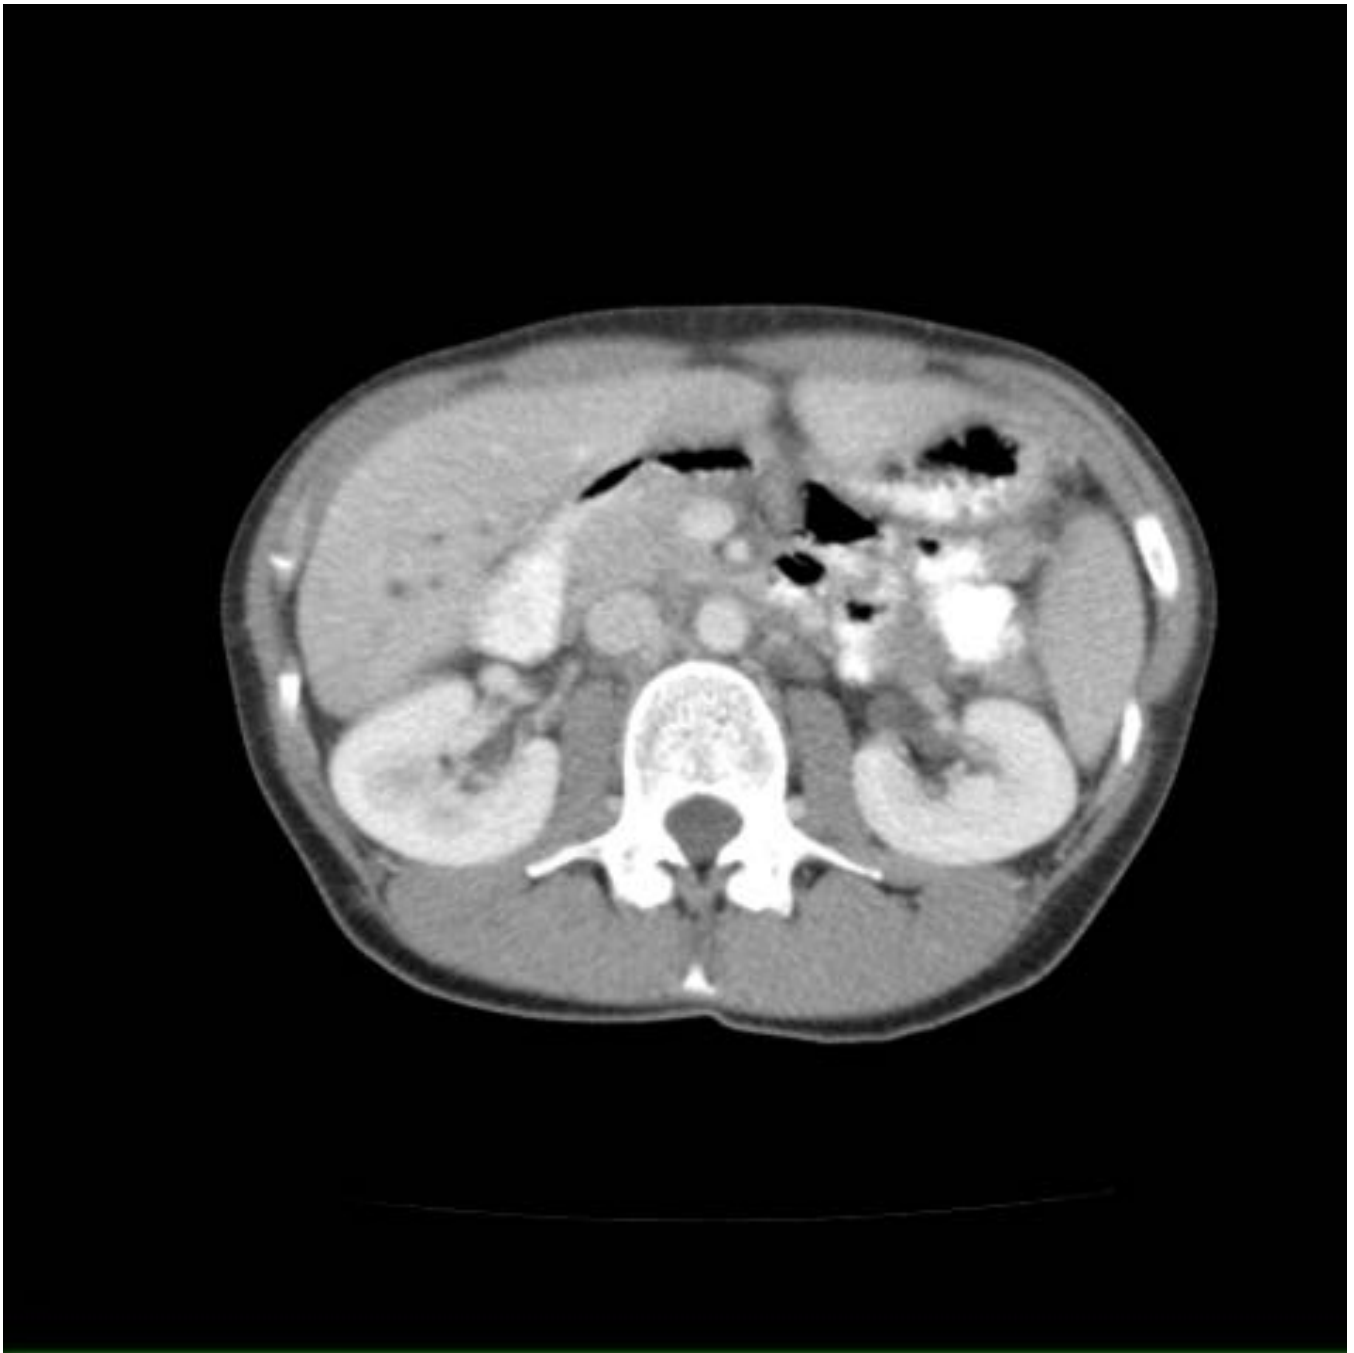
Mismo caso que la figura 6. TC abdomino-pélvico con contraste EV. Metástasis subcapsulares hepáticas (flechas rojas).
